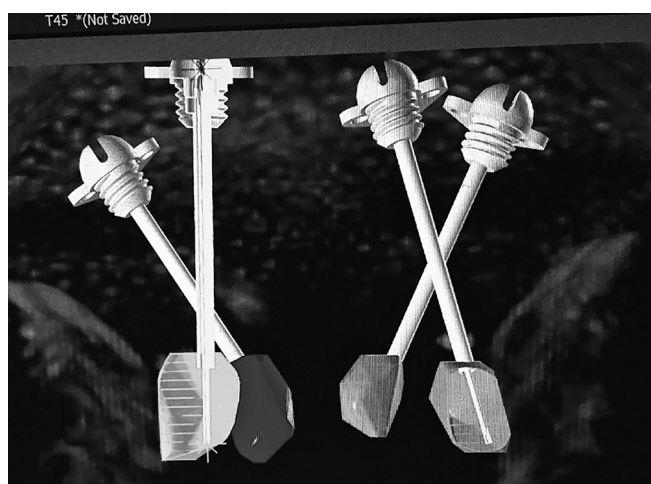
Aplikácia vektoru pod kontrolou MRI
